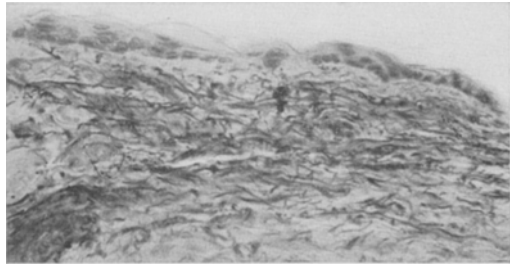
Gleiche quantitative Zunahme der elastischen Fasern nach 10' langer Röntgenbestrahlung, aber Tötung 24 Stunden nach beendeter Bestrahlung.
